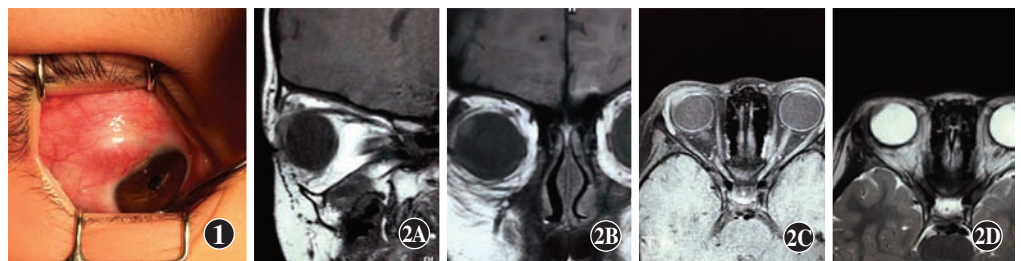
患儿术前右眼外观像 颞侧上方可见一粉红色肿物, 局部球结膜及巩膜血管充血 图 2 患儿术前 MRI 影像 A: T1WI 相矢状位 B: T1WI 相冠状位 C: T1WI 相水平位 D: T2WI 相水平位
